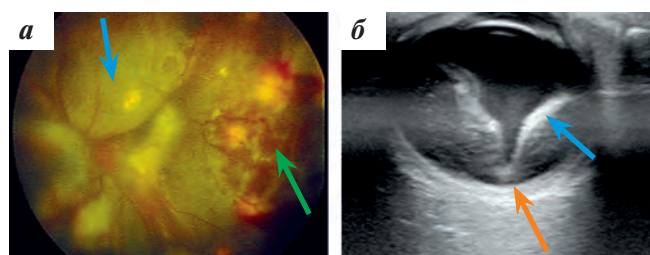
Мальчик, 4 года 5 месяцев. БК: а — офтальмоскопия: экссудативная отслойка сетчатки (голубая стрелка), микрокровоизлияния сосудов сетчатки (зеленая стрелка); б — УЗИ ОС: тотально отслоенная и утолщенная сетчатка (голубая стрелка), под сетчаткой определяется жидкость с мелкодисперсной взвесью, в области макулы единичное включение повышенной эхогенности — субфовеальный узел (оранжевая стрелка)
